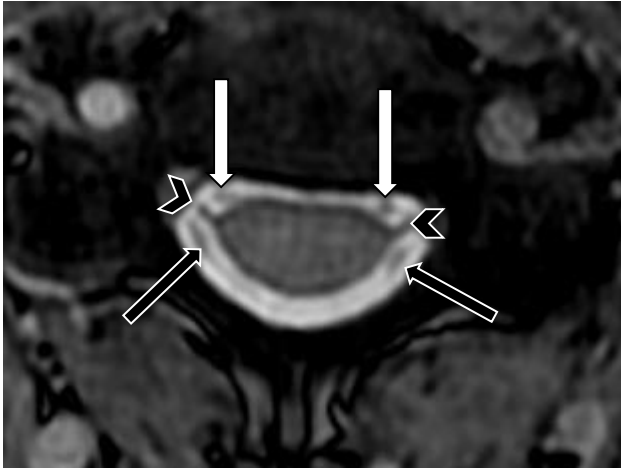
Imagem 3D COSMIC em RM de 1,5 T, evidenciando as raízes neurais ventrais (setas brancas) e dorsais (setas pretas), com o ligamento dentado (pontas de seta) interposto, caracterizando a identificação dos ligamentos bilateralmente.
